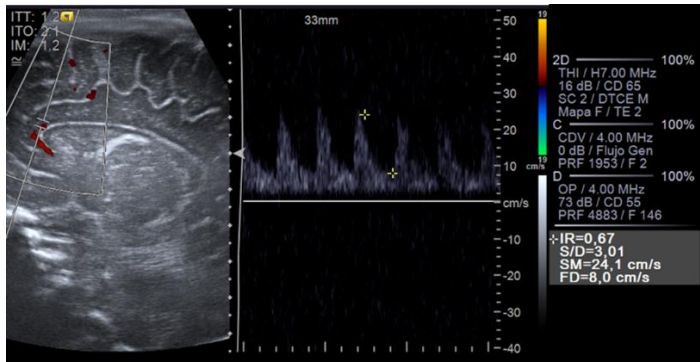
Doppler de la arteria pericallosa en neonato a término que incluye análisis espectral y cálculo del índice de resistencia.
